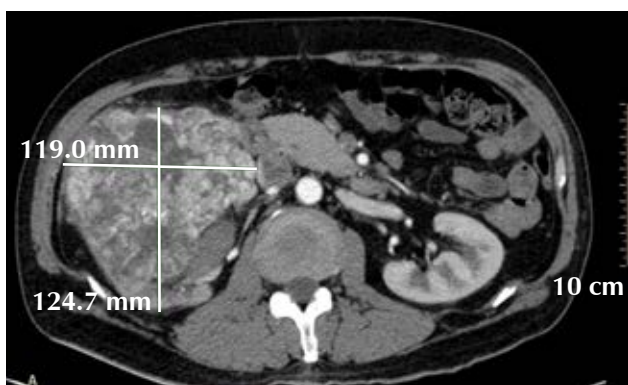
Estudio de tomografía abdominal en corte axial en fase arterial. Muestra lesión dependiente de riñón derecho con áreas hipodensas probablemente asociada a necrosis.
